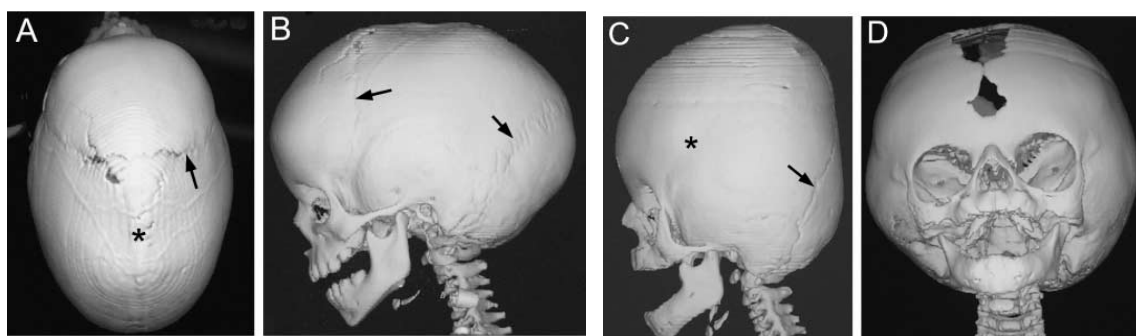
Tomografía computerizada en 3-D muestra una sinostosis en un niño de aproximadamente 4 años de edad (A, B) y sinostosis en un joven bebé (C, D). El descenso en el crecimiento de la sutura sagital es compensado con un incremento en el plano fronto-occipital (A, B); el descenso en el crecimiento de la sutura coronal (C) es compensado por un aumento del crecimiento en anchura, permaneciendo la sutura metópica ampliamente abierta. Flechas: suturas abiertas (funcional); asterisco: posición de sutura sagital fusionada (A) y sutura coronal fusionada (C)<sup>149</sup>.
